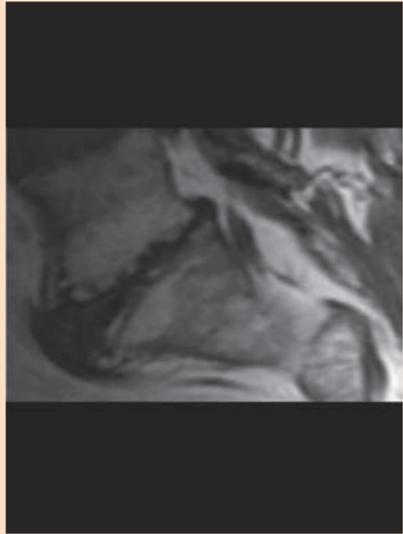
RM de la región lumbosacra (sagital, STIR). Hiperintensidad subcortical adyacente al disco intervertebral a causa de una transformación grasa de la médula ósea. El disco también es hiperintenso. Los platillos vertebrales superior e inferior son irregulares, con pequeños nódulos de Schmorl.
